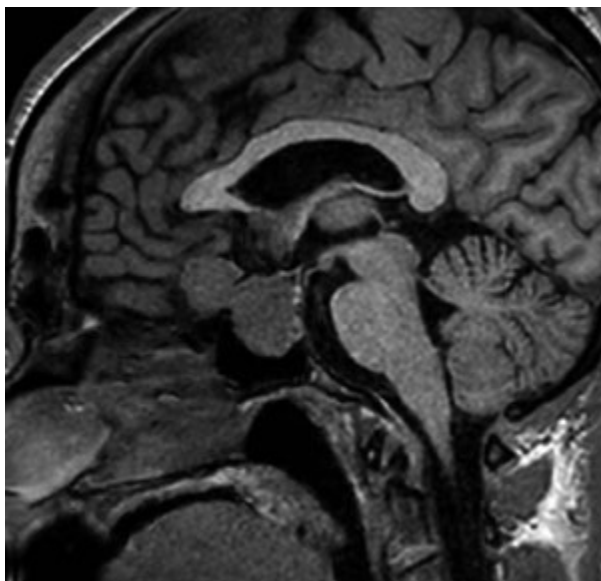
Caso 1. RM sagital: Lesión polilobulada que ocupa la silla turca y se corresponde con adenoma de hipófisis secretor de GH.
